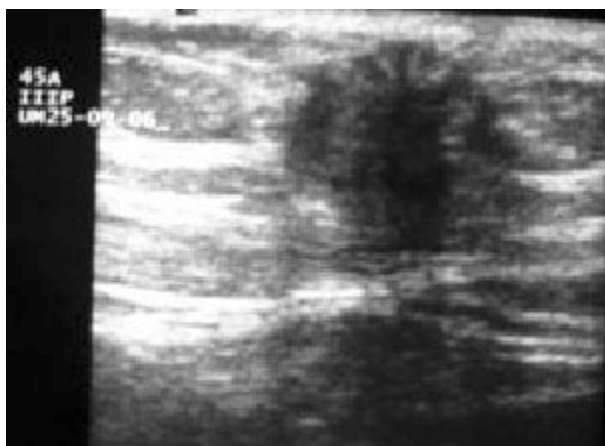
Mulher de 45 anos, GIIPIII, parto distócico (cesariana segmentar transversa). A ecografia da parede abdominal anterior mostra lesão nodular fortemente hipocogênica, de contornos irregulares, localizada na cicatriz operatória, no tecido celular subcutâneo adjacente e anterior ao músculo recto anterior direito do abdômen, compatível com lesão de endometriose, posteriormente confirmado cirurgicamente.
